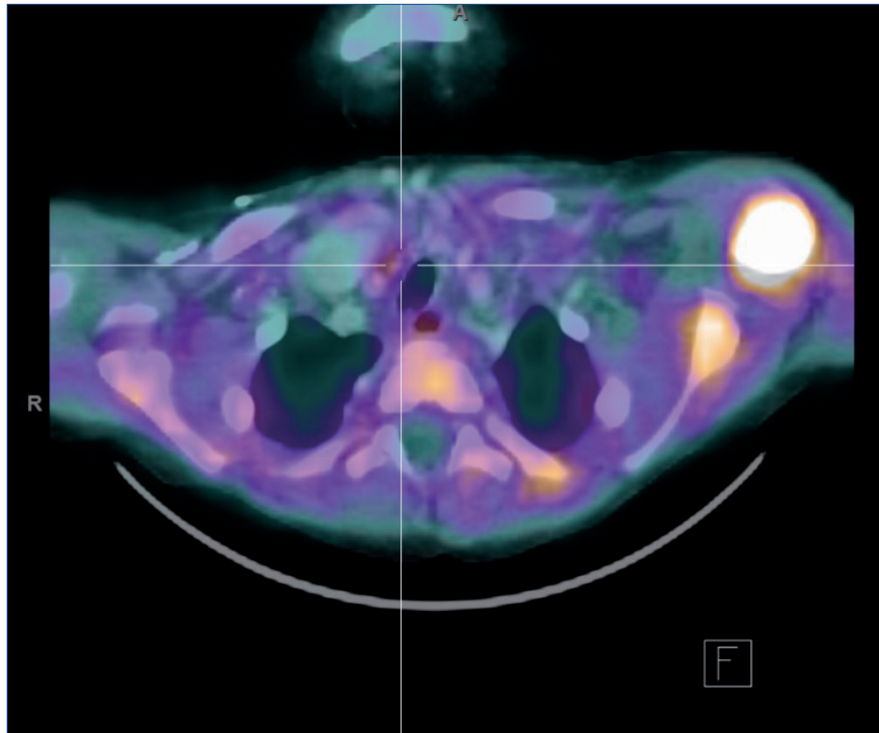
Imagen fusionada axial de PET-TC 18F-colina que muestra una lesión nodular con captación de 18F-colina distal al polo inferior del lóbulo tiroideo derecho, que se confirmó como adenoma paratiroideo.
